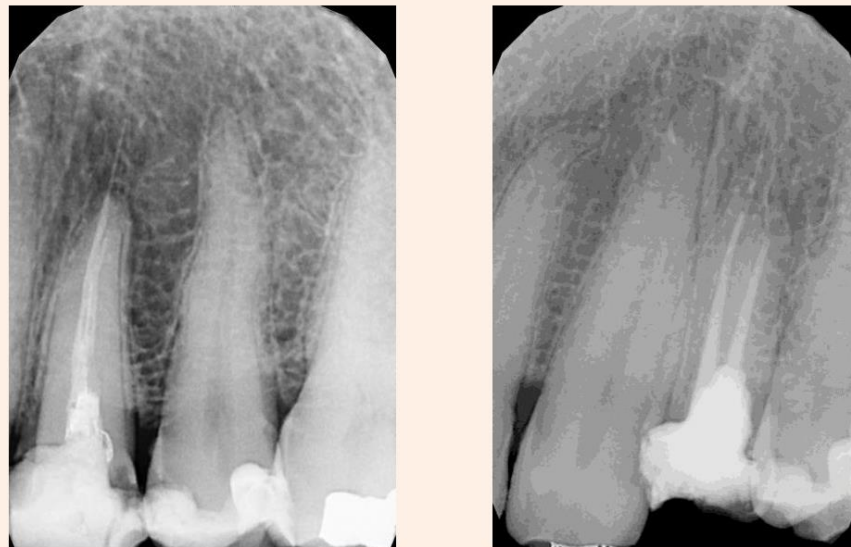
Radiografías periapicales comparativas antes y después del retratamiento de conductos del diente 2.4 realizado por los compañeros del Máster de Endodoncia. A. Antes. B. Después.
